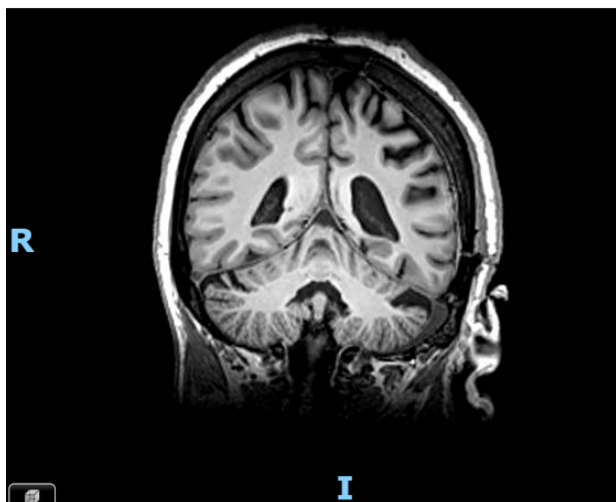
IRM: T2. Atrofia generalizada del hemisferio izquierdo con predominio de área parietal, dilatación ventricular y atrofia cerebelosa izquierda.
